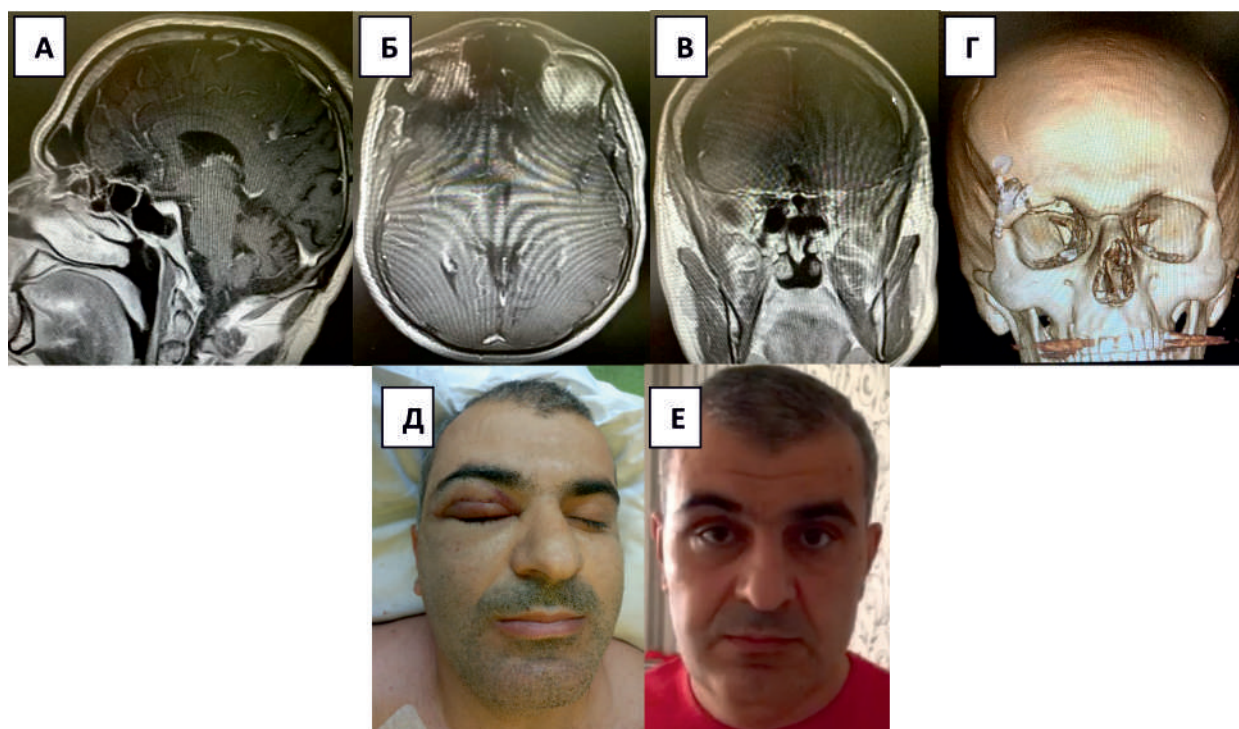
Результат использования ТПД при удалении менингиомы ПЧЯ. А-В. МРТ головного мозга через 3 месяца после операции. Г. КТ с 3D-реконструкцией. Д. Фото пациента через 1 день после операции. Е. Фото пациента через 2 недели после операции
